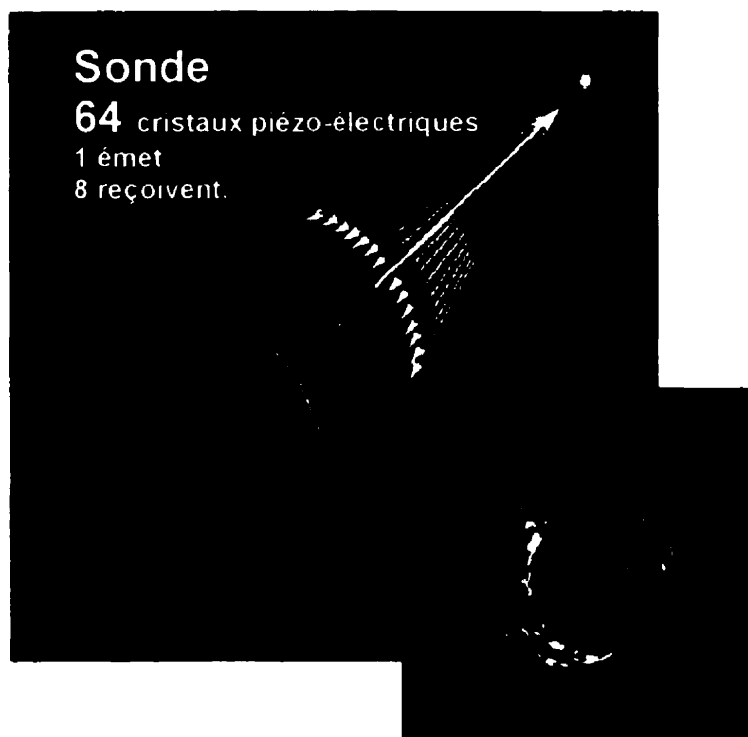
Sonde échographique endovasculaire de type multiphase.
